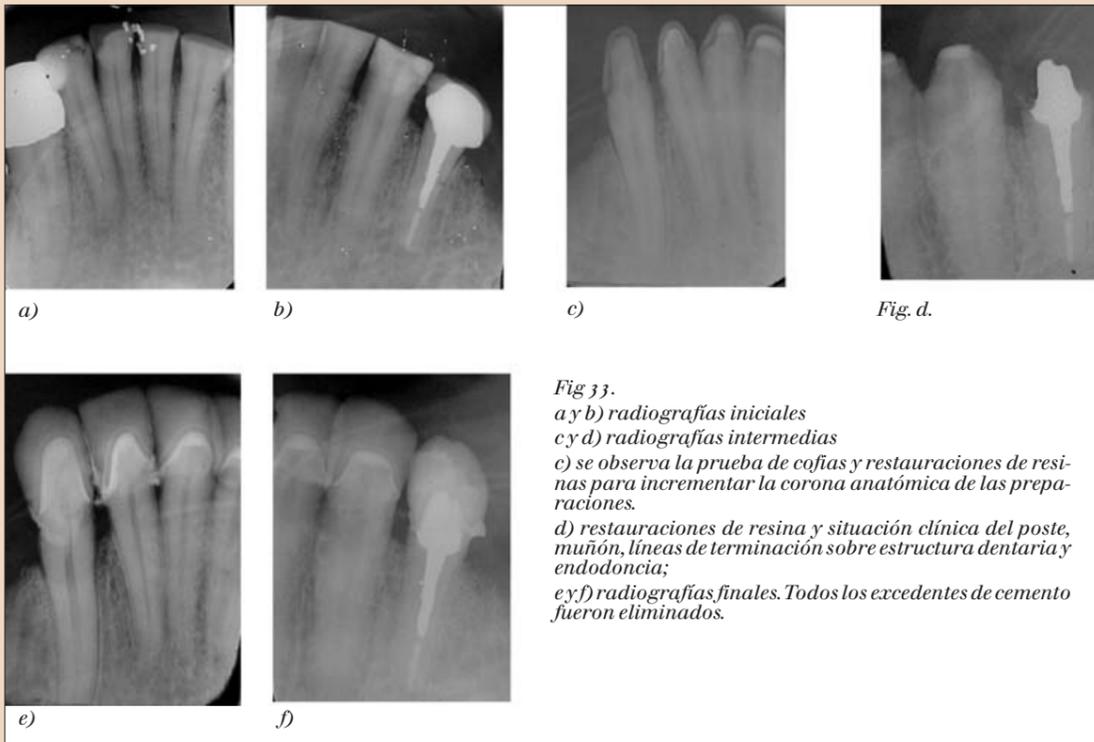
a y b) radiografías iniciales c y d) radiografías intermedias e) y f) radiografías finales. Todos los excedentes de cemento fueron eliminados.
